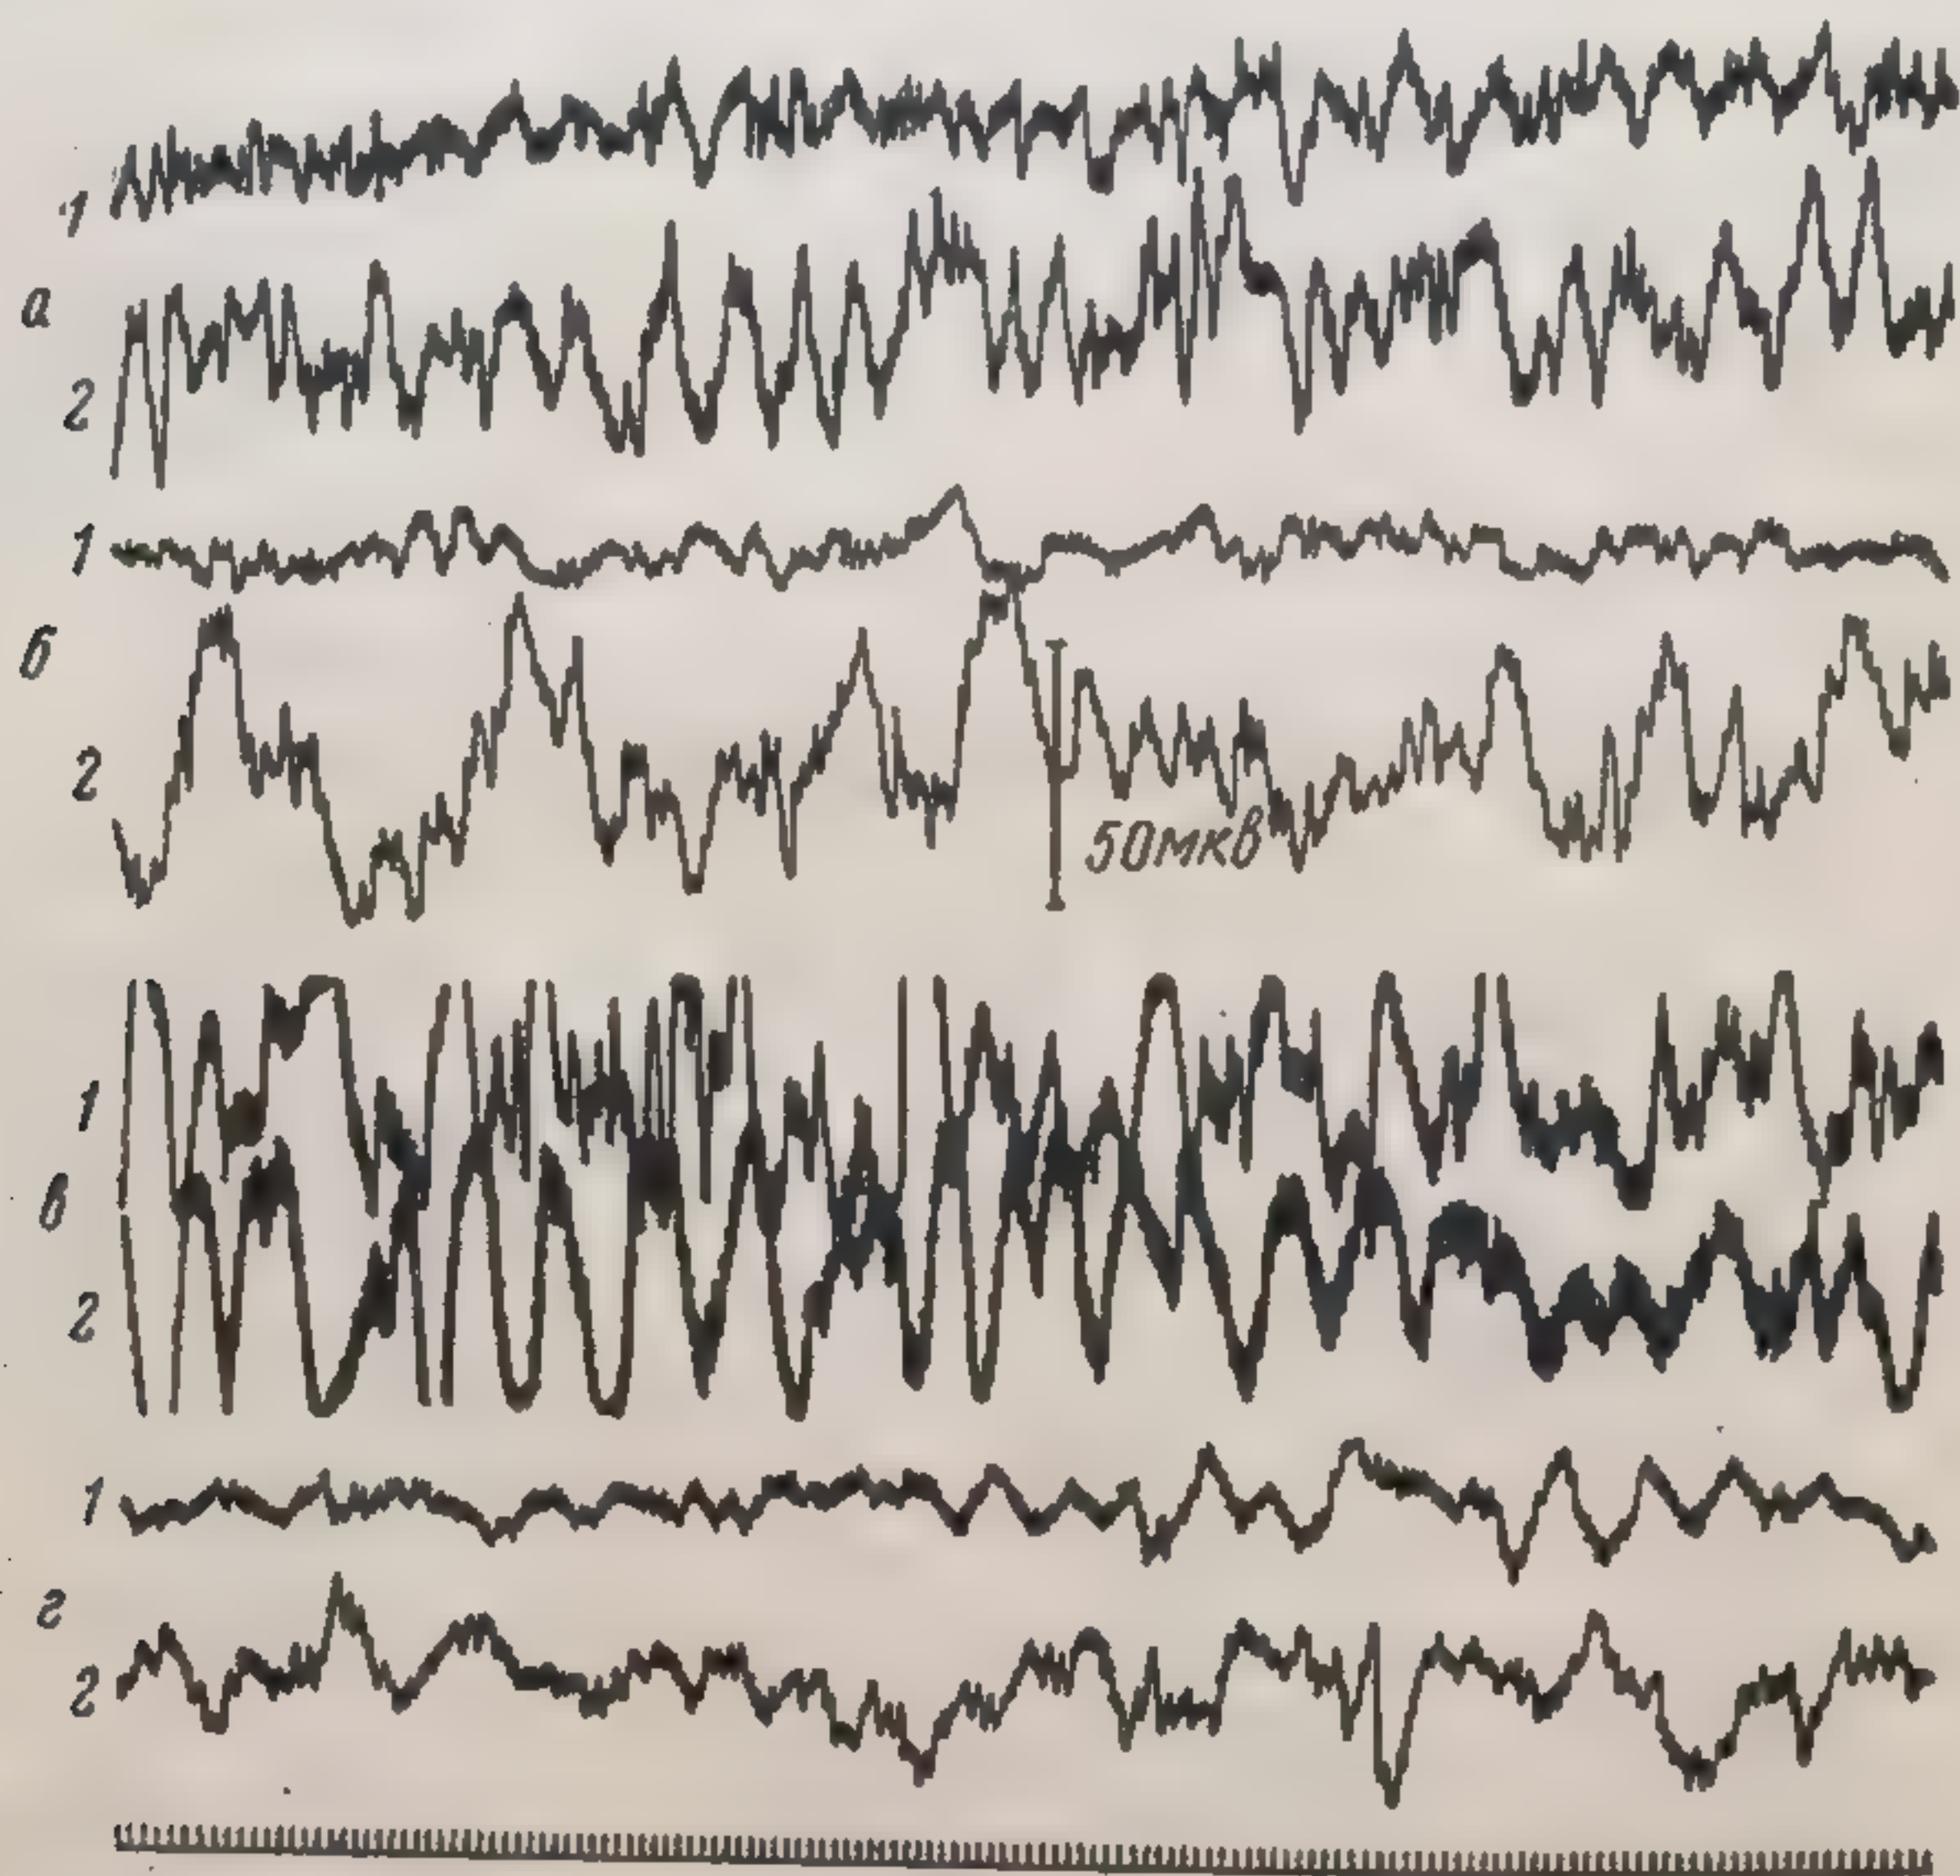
Изменения биоэлектрической активности в коре и гипоталамусе под влиянием симпатэктомии и последующего тотального рентгеновского облучения в дозе 1000 р. Депрессия ритмов в коре и гипоталамусе развивалась неравномерно и волнообразно.
